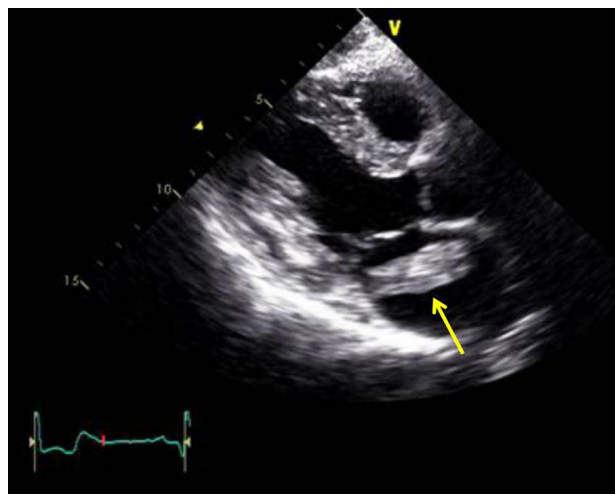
Parasternal long-axis view from two-dimensional echocardiography showed a 5.0×1.5 -cm-sized mass in the left atrium (arrow).
